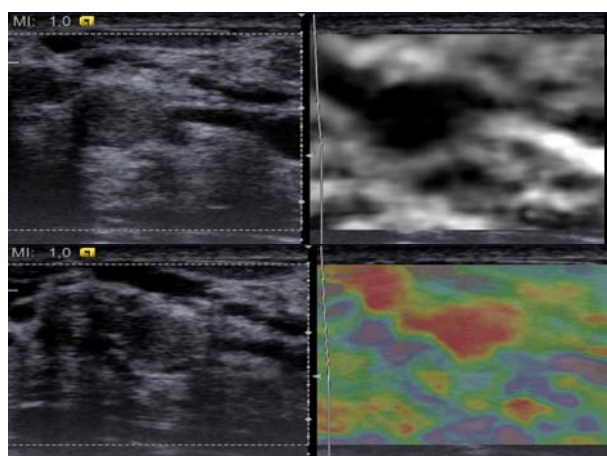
Leziuni mamare cel mai probabil benigne - examinarea ecografică ce evidențiază un scor Birads 2 dar după examinarea elastografică scorul devine 3
